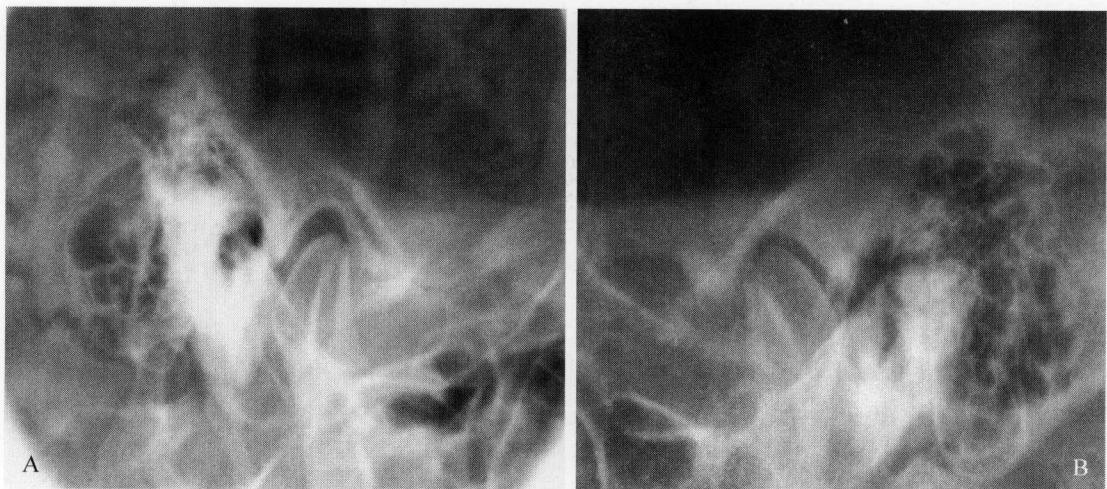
B 伦氏位投照中耳乳突 X 线平片表现
